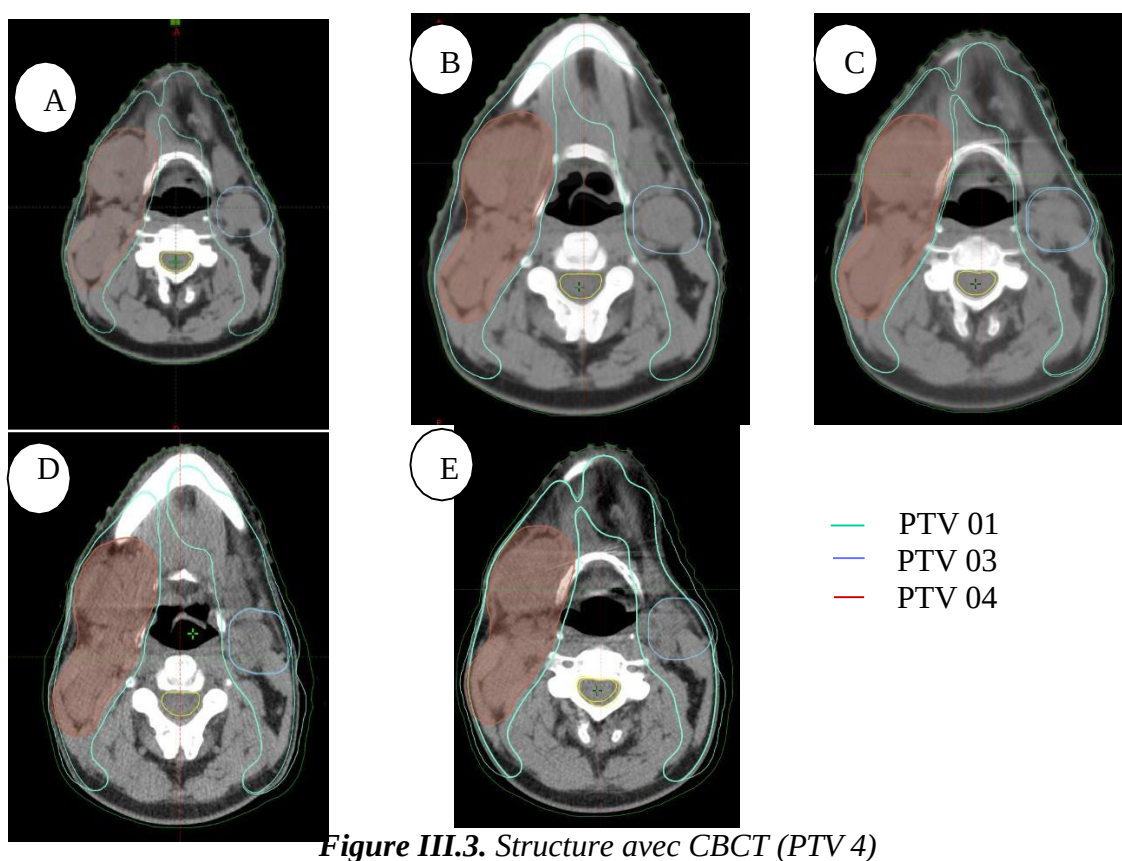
3. Structure avec CBCT (PTV 4)
